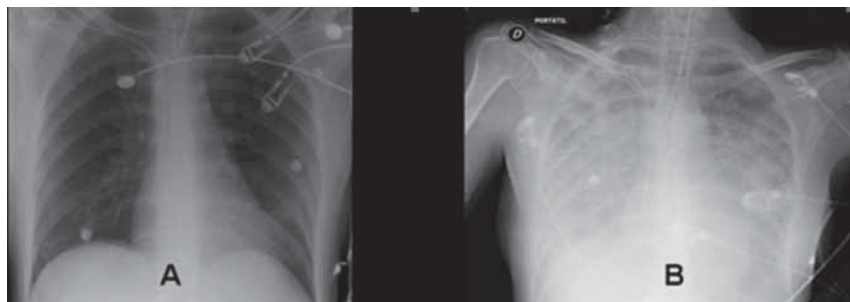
Radiografías de tórax a su llegada al hospital (A) y tras reintubación por edema pulmonar obstructivo (B).
